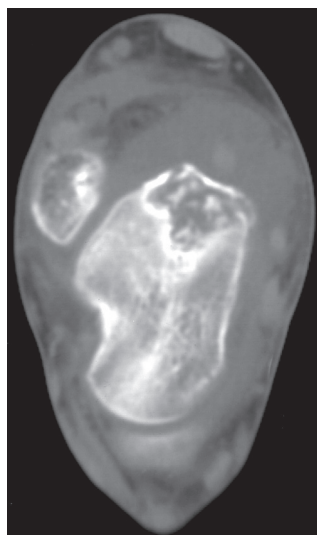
Le CT-scan montre très bien l'ostéolyse riche en petites calcifications et la bordure scléreuse qui la délimite, aspect caractéristique des chondroblastomes.
